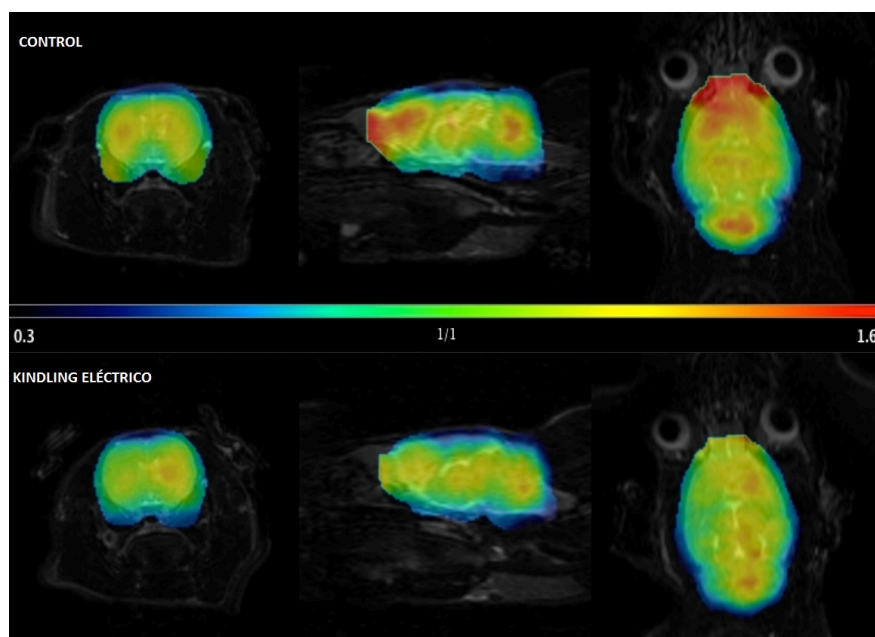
Imagen PET de la captación de ¹⁸F-FDG fusionada con la imagen de resonancia magnética en los animales de los grupos experimentales: grupo control (azul) y grupo kindling (rojo). Se observaron diferencias estadísticamente significativa en la corteza ($p = 0,041$) y en el estriado ($p = 0,013$).
